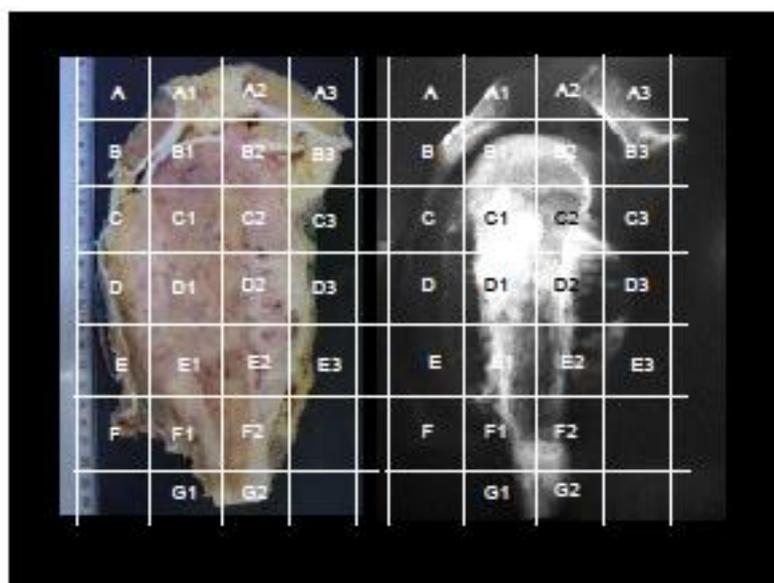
Preparação de uma peça cirúrgica com sua radiografia para análise anatomopatológica utilizando o método de Huvos
